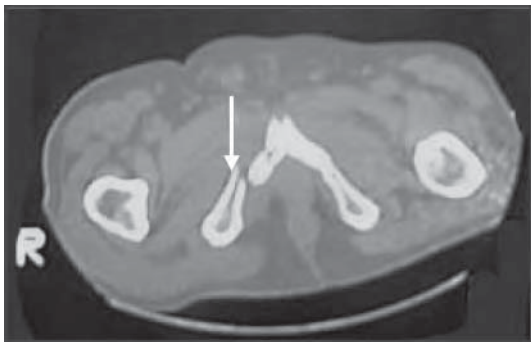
/11. TAC de pelvis. Fractura de la rama isquiopubiana derecha.
